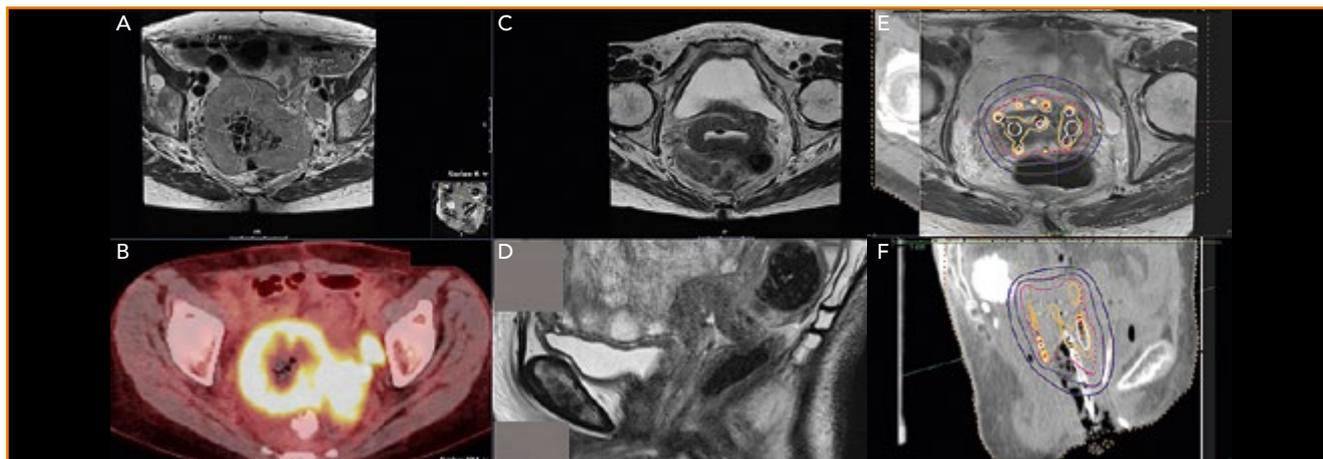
Patientin mit Zervixkarzinom und tiefer vaginaler Infiltration, Befall der Parametrien, links bis zur Beckenwand sowie Lymphknotenmetastasen (FIGO IIIC2). A: transversales MRI zum Diagnosezeitpunkt; B: PET-CT zum Diagnosezeitpunkt; C, D: MRI transversal und sagittal vor Brachytherapie; E, F: transversales und sagittales Planungs-CT der Brachytherapie mit intrauterin Tube und 11 interstitiellen Applikatoren sowie der Dosisverteilung (weiss = 200%, orange = 150%, pink = 100%, lila = 70 %, blau = 50 % der verschriebenen Dosis), oben mit gekoppeltem MRI. Alle Abbildungen: Lössl.
